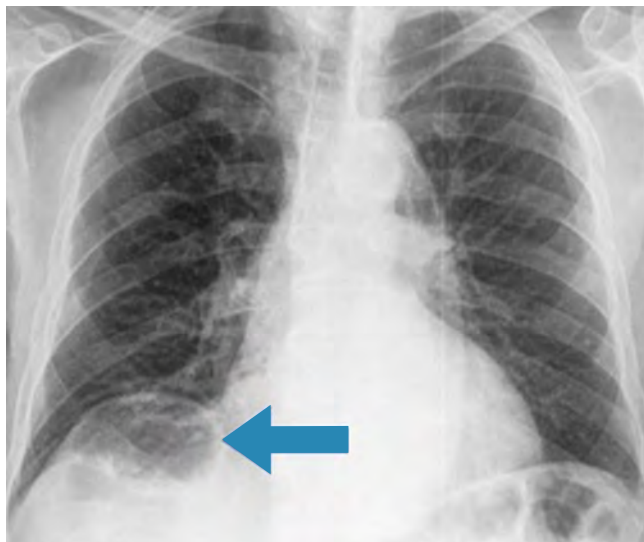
Radiografía de tórax con aire subdiafragmático derecho.
